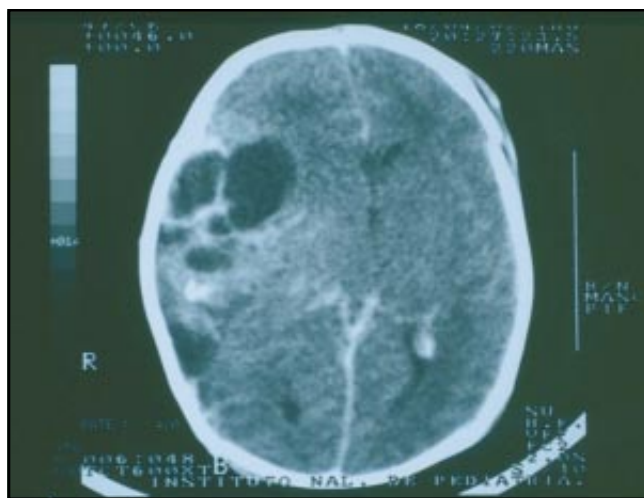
Tomografía computarizada de cráneo que muestra zonas quísticas con desplazamiento de la línea media.
